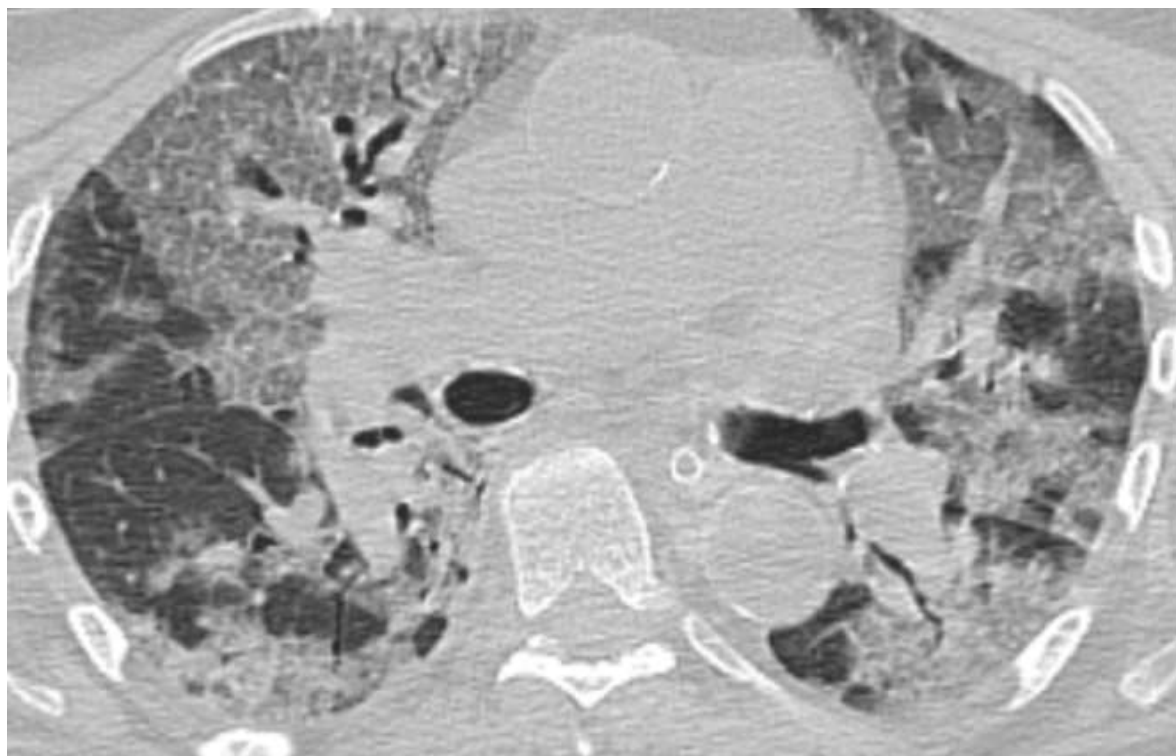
TDM thoracique en coupe axiale, fenêtre parenchymateuse montrant du verre dépoli bilatéral avec crazy paving, épaississement bronchique et bronchectasie
